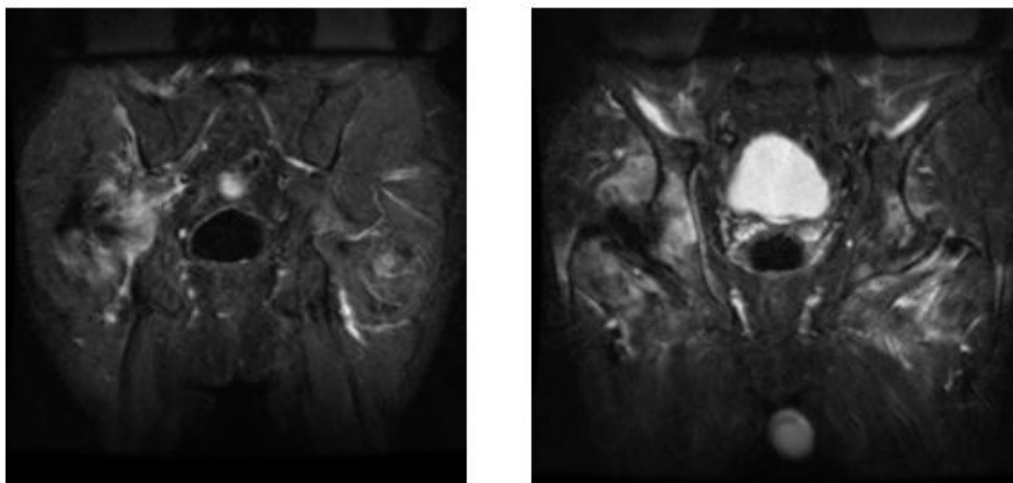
RM pelvis ósea. Secuencia STIR en el plano coronal. Edema muscular en raíz del muslo y musculatura glútea derecha.
